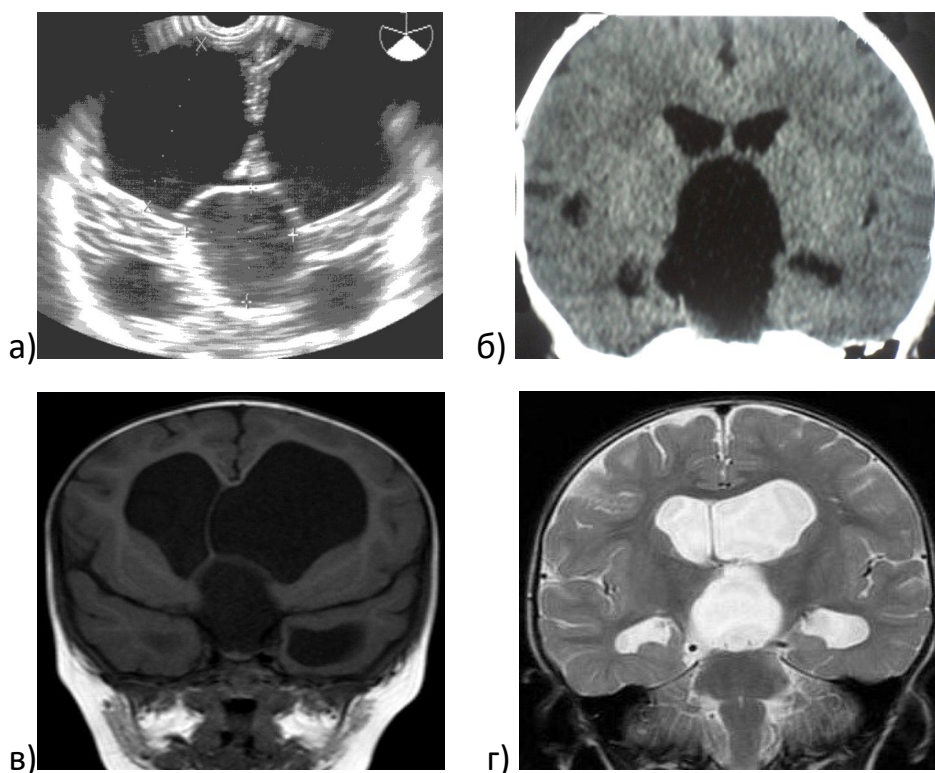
Спостереження № 20 Арахноїдальна кіста супраселлярної локалізації, фронтальна площина сканування а- неросонографія; б- комп'ютерна томографія; в – МРТ в режимі T1W; г – МРТ у режимі T2W.
